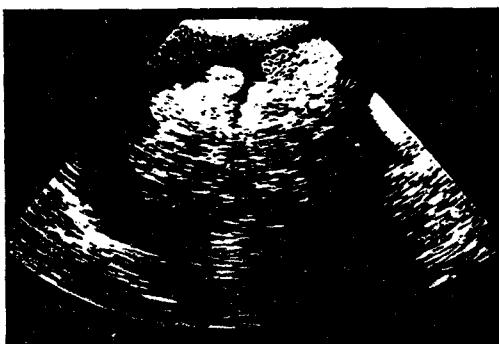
무에코의 복수에 둘러싸인 간경화의 초음파상. 간장은 표면이 분엽되어 있으며(포도송이 모양), 섬유화에 기인한 고에코 영역을 포함한 종기와 같은 echotexture를 나타낸다.
